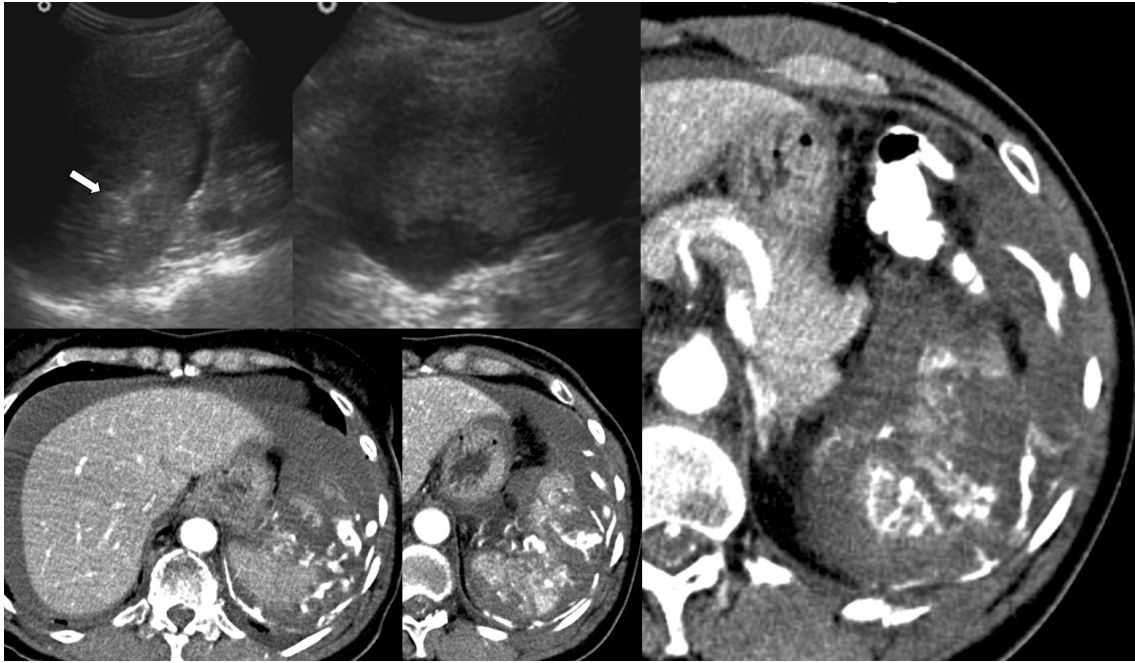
Milzblutung (Pfeil) nach Laceration, welche durch eine Rippenfraktur induziert wurde. US und CT in axialer Schnittbildführung. Quelle: [20].
